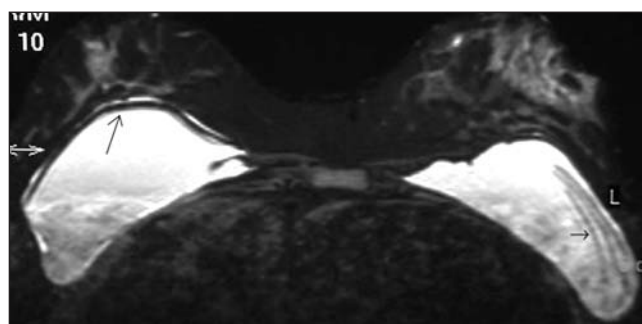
Imagen axial de RM con secuencia STIR. En la mama izquierda se aprecia plegamiento capsular, "signo del linguini", indicativo de rotura contenida (flecha corta). Se aprecia prótesis mamaria derecha con integridad capsular (flecha larga) y mínima colección pericapsular en cuadrante superior interno.
